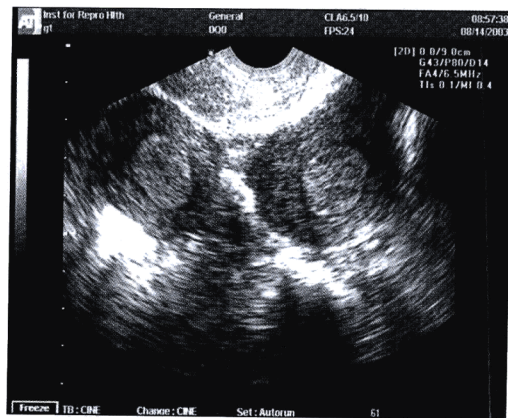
二维经阴道超声下一例接受IVF-ET卵巢刺激患者的双子宫畸形。两宫腔清晰可见。
